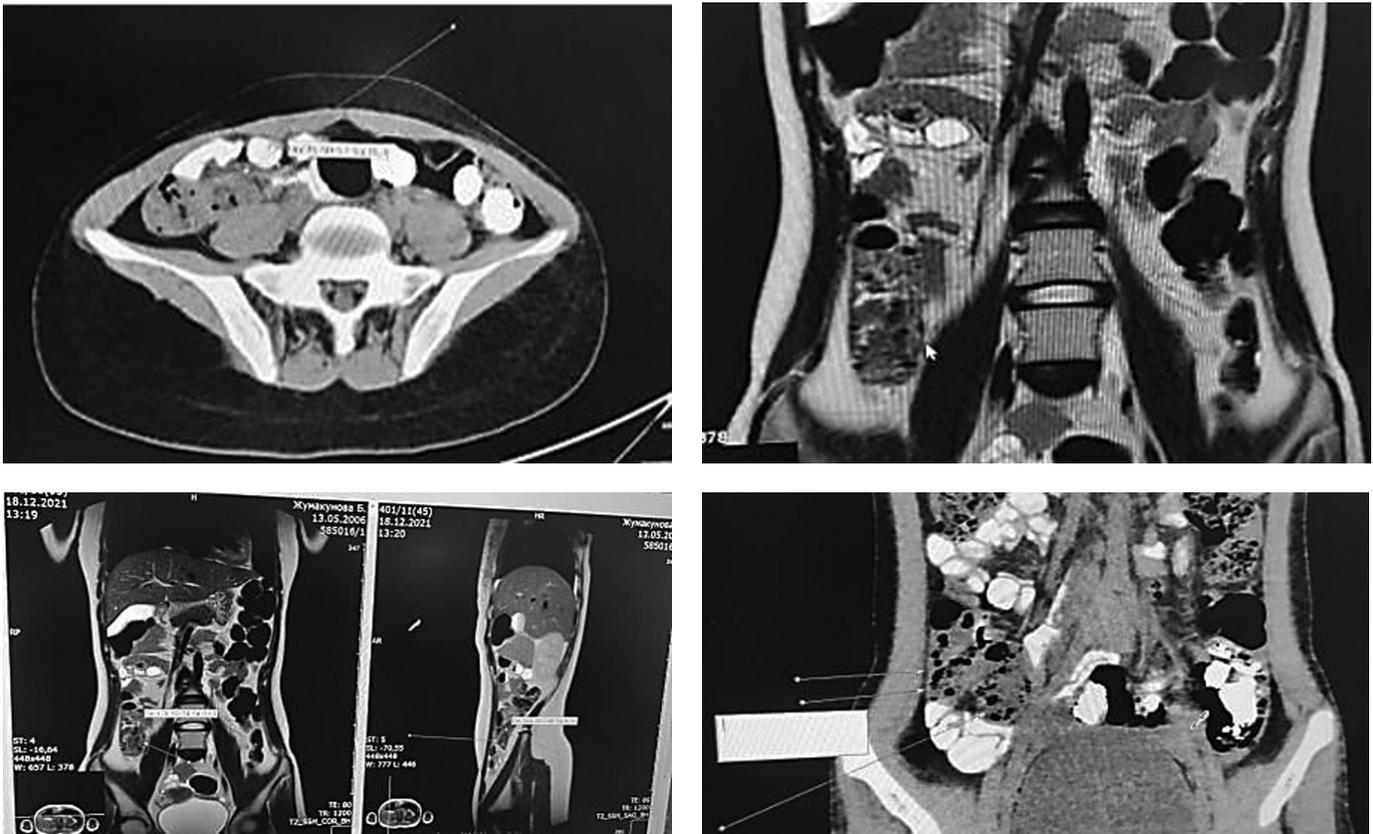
КТ органов брюшной полости
